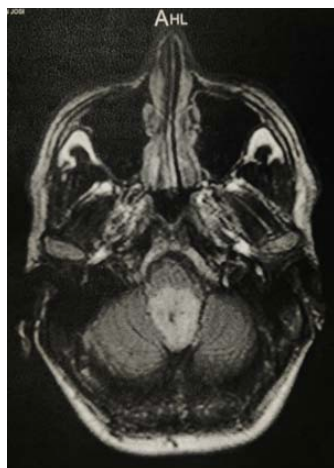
RMN craneal de uno de los pacientes incluidos en nuestro estudio. Papiloma de plexos coroideos que comprime el bulbo raquídeo en su cara dorsal, en el suelo del IV ventrículo.
